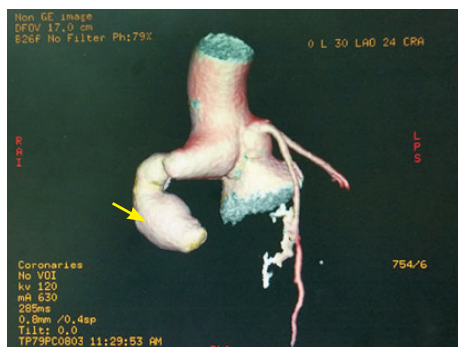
冠状动脉CT血管成像 箭头示右冠状动脉瘤，右侧冠状动脉近、中段冠状动脉瘤形成，冠状动脉左前降支及回旋支未见明显狭窄或瘤样扩张改变。
